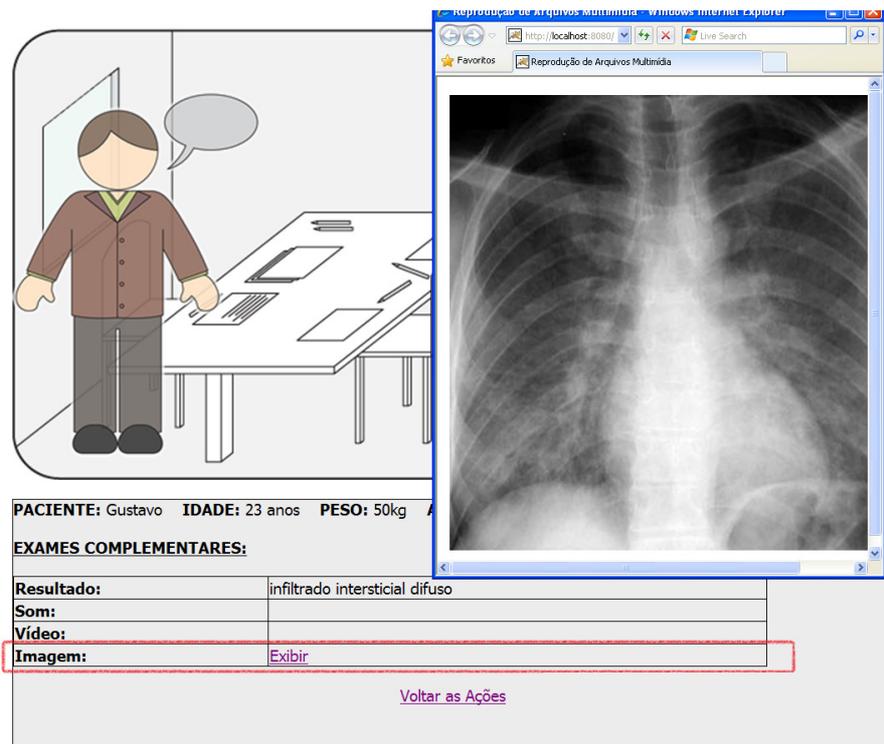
Player 2D*, exame complementar - radiografia
